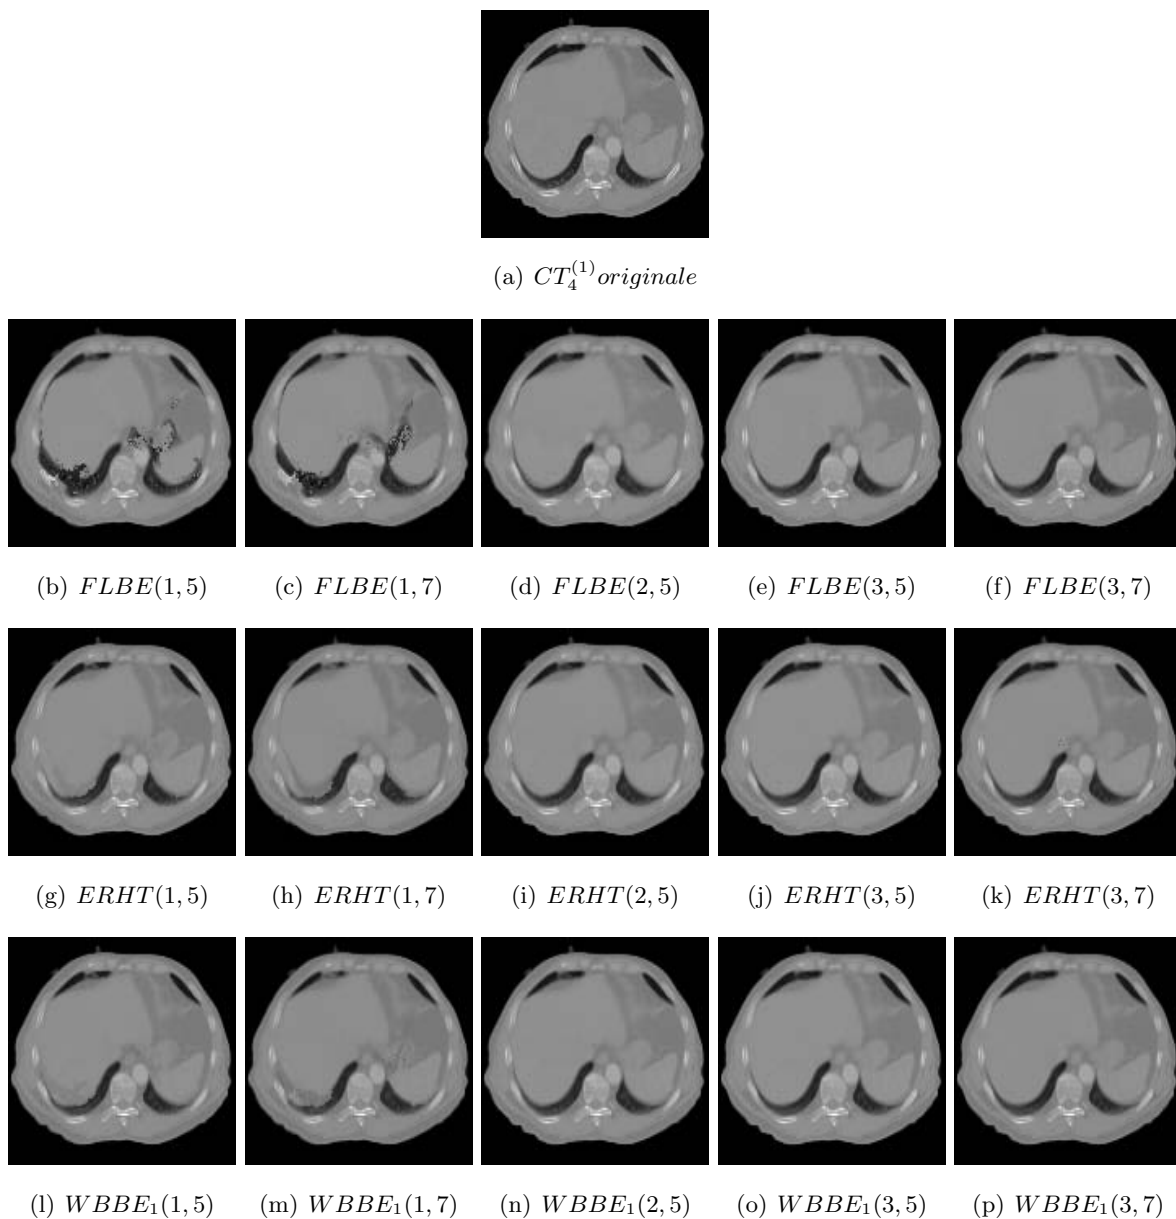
Slice 4 de  $CT_4^{(1)}$  reconstruite par les 3 méthodes avec cinq couples d'images bornes.
